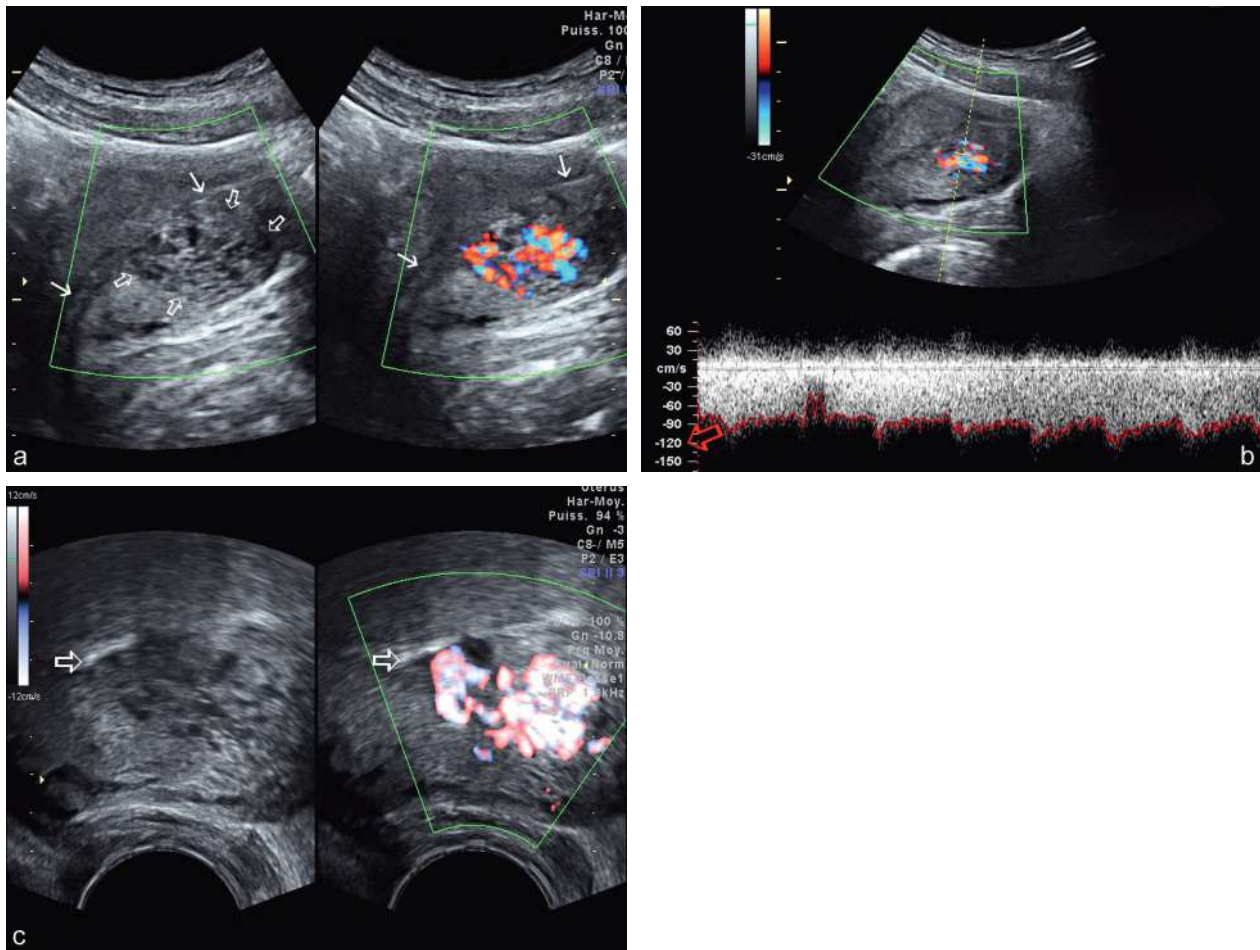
Malformation artérioveineuse utérine (MAVU). a. Métrorragies abondantes 2 mois et demi après une IVG par aspiration. À gauche, échographie par voie abdominale montrant une zone discrètement hétérogène, un peu « en fromage suisse » (⇒) siégeant dans le myomètre antérieur, sous la ligne cavitaire (→). À droite, l'éclairage en Doppler couleur apporte un diagnostic immédiat et évident. b. MAVU et Doppler pulsé. Flux extrêmement turbulent avec une vélocité très élevée en certains points de la MAVU (jusqu'à 120 cm/sec). c. Par voie vaginale. À gauche, zone « marbrée », hétérogène, mal limitée, siégeant sous la ligne cavitaire (⇒) avec, à droite, un signal Doppler couleur très vif.
